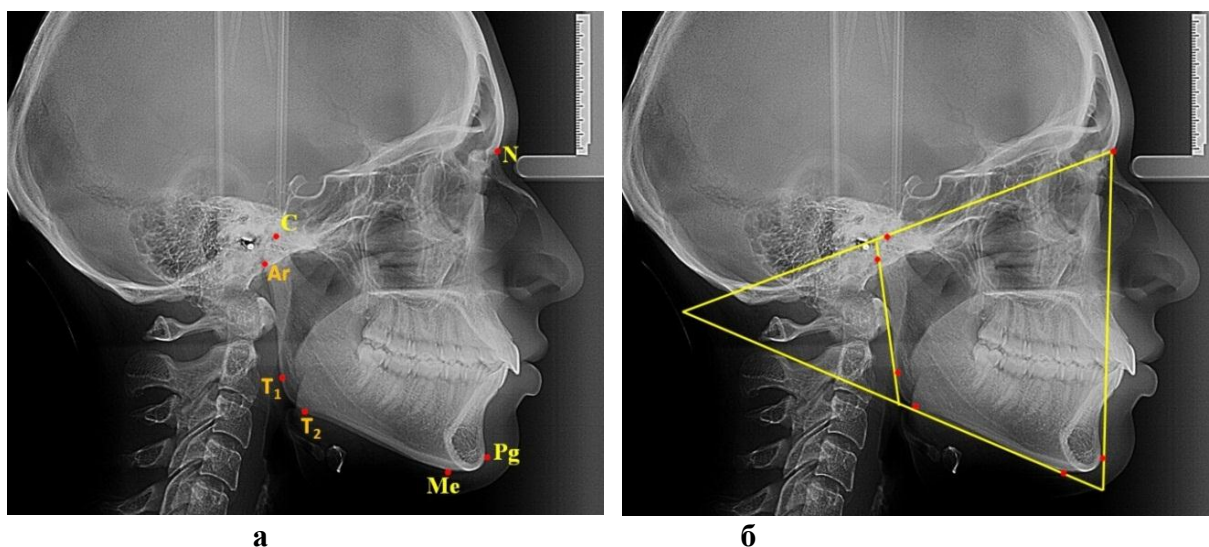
Основные точки (а) и линия (б) используемые в качестве основных ориентиров для сопоставления рентгенограмм.
